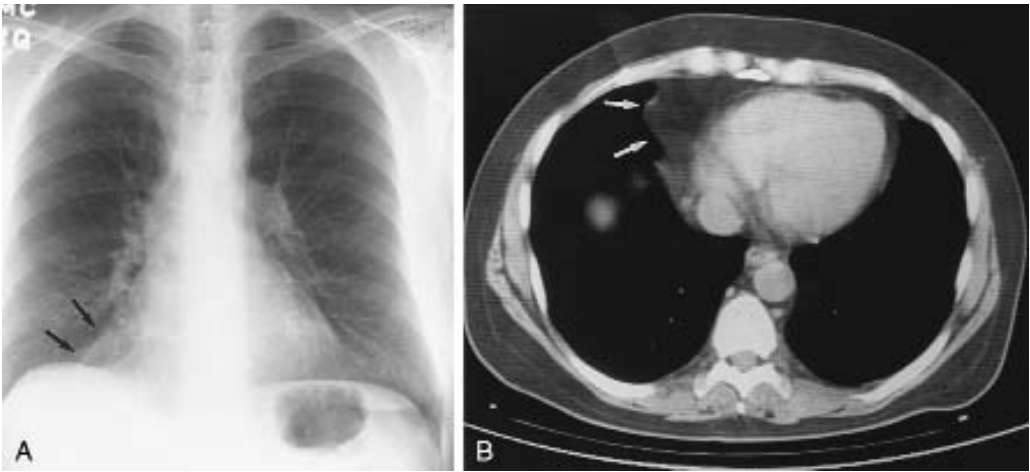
Radiografía de tórax posteroanterior y tomografía computarizada (TC) sin administración de contraste: cuerpo adiposo pericárdico.
